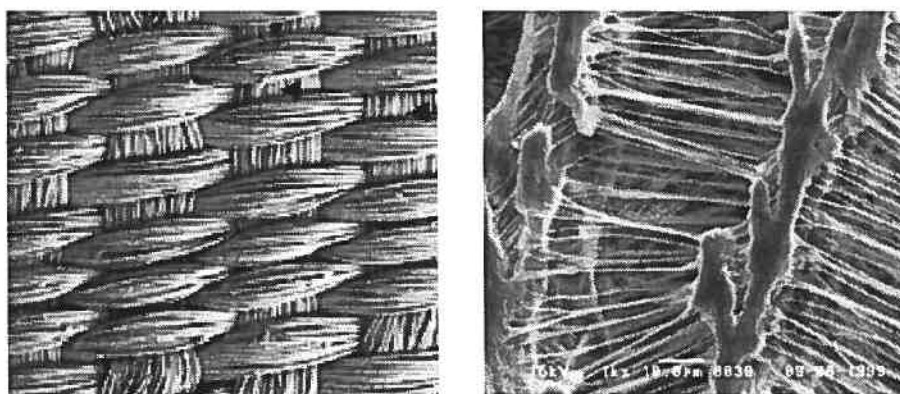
Structure du PET et du ePTFE
